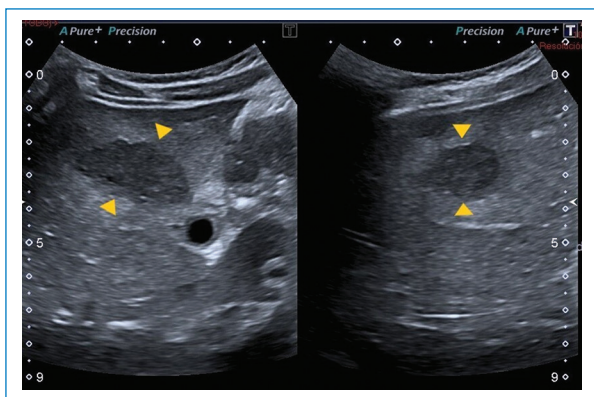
Imagen de ecografía abdominal. Imagen ovoidea de bordes parcialmente definidos, hipoecoica, en segmento V hepático (cabezas de flecha).
